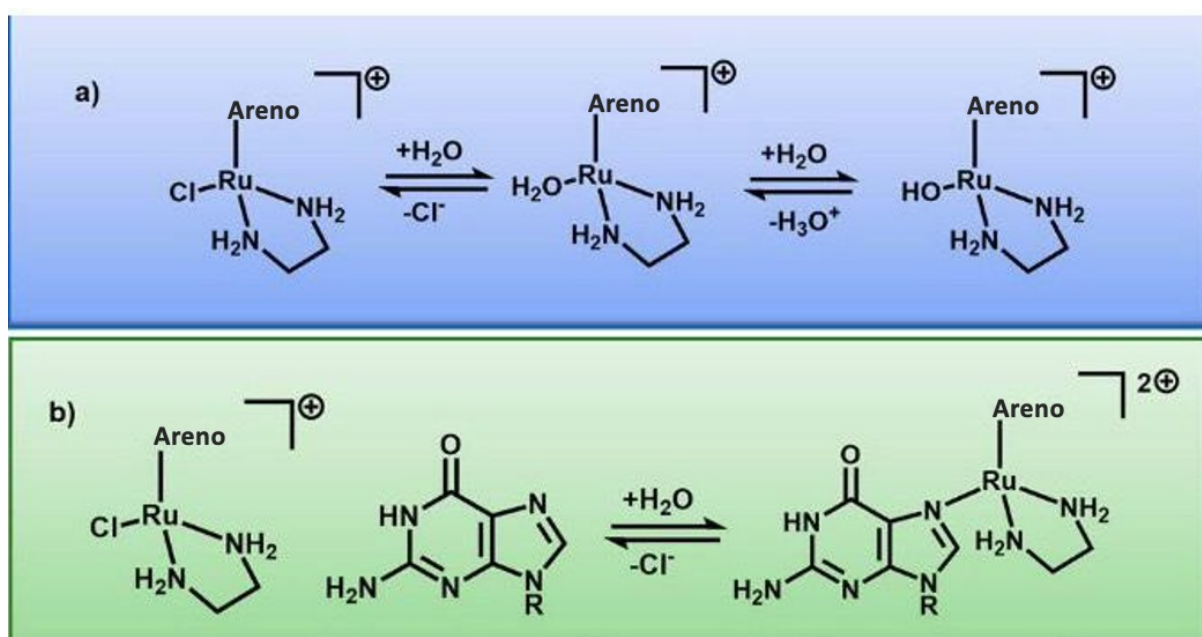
Ativação do complexo RM175: a) hidrólise; b) ligação ao N7 da guanina (adaptado de ¹⁵⁴)
